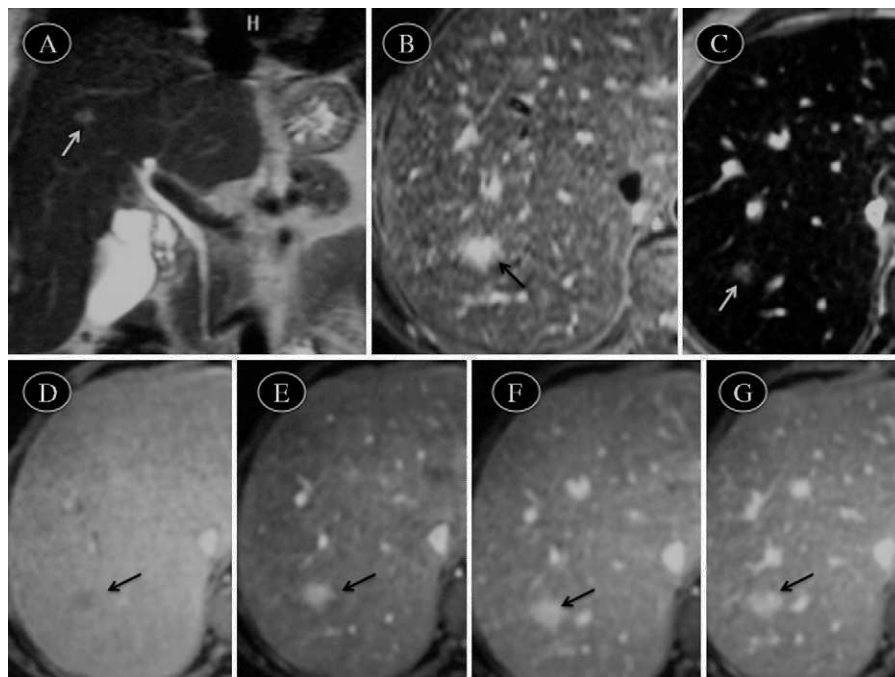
RM abdominal que muestra una lesión (flecha) hiperintensa en secuencia potenciada en T2 (A), hiperintensa en STIR (B), que no capta hierro (C), y que en el estudio dinámico basal se muestra hipointenso (D), con captación en fase arterial (E), que se refuerza en fase portal (F) y empieza a lavar en fase de equilibrio (G).
